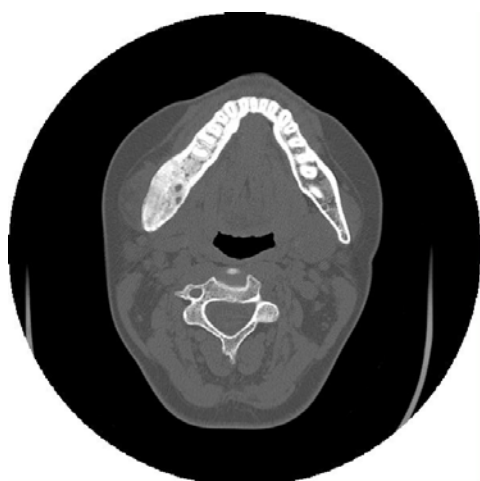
CT axial con una lesión expansiva hemimandibular derecha.
